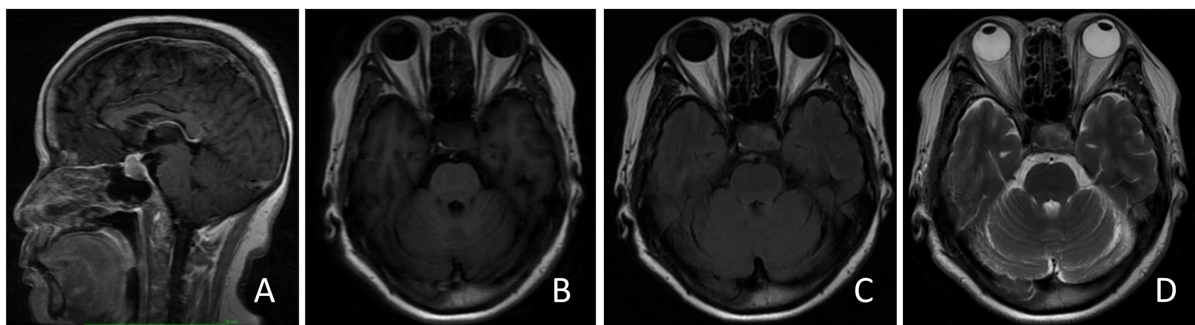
MRI images of pituitary prolactin macroadenoma in postmenopausal women with unilateral oculomotor nerve palsy
